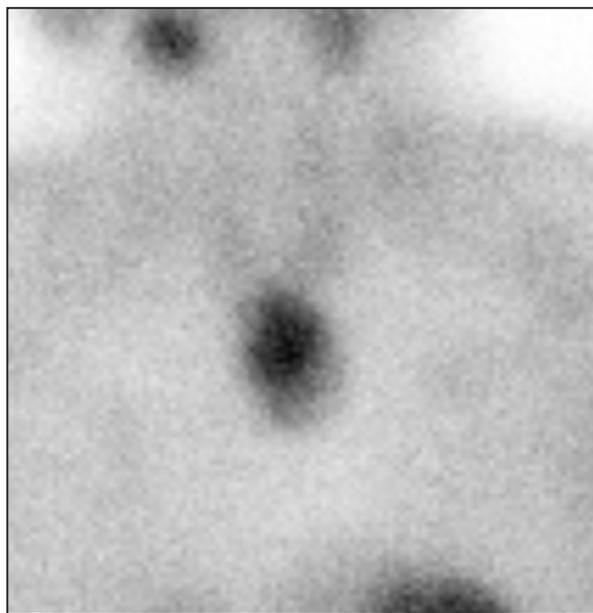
Сцинтиграфия щитовидной железы. Пациентка П.
